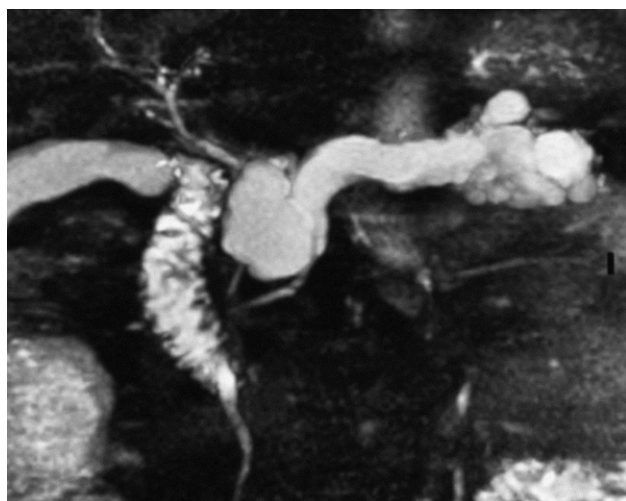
Imagen realizada mediante colangiopancreatografía por resonancia magnética, que muestra la imagen de un tumor papilar, mucinoso e intraductal, con anomalías pancreáticas periductales y determina su relación con el conducto pancreático principal.
